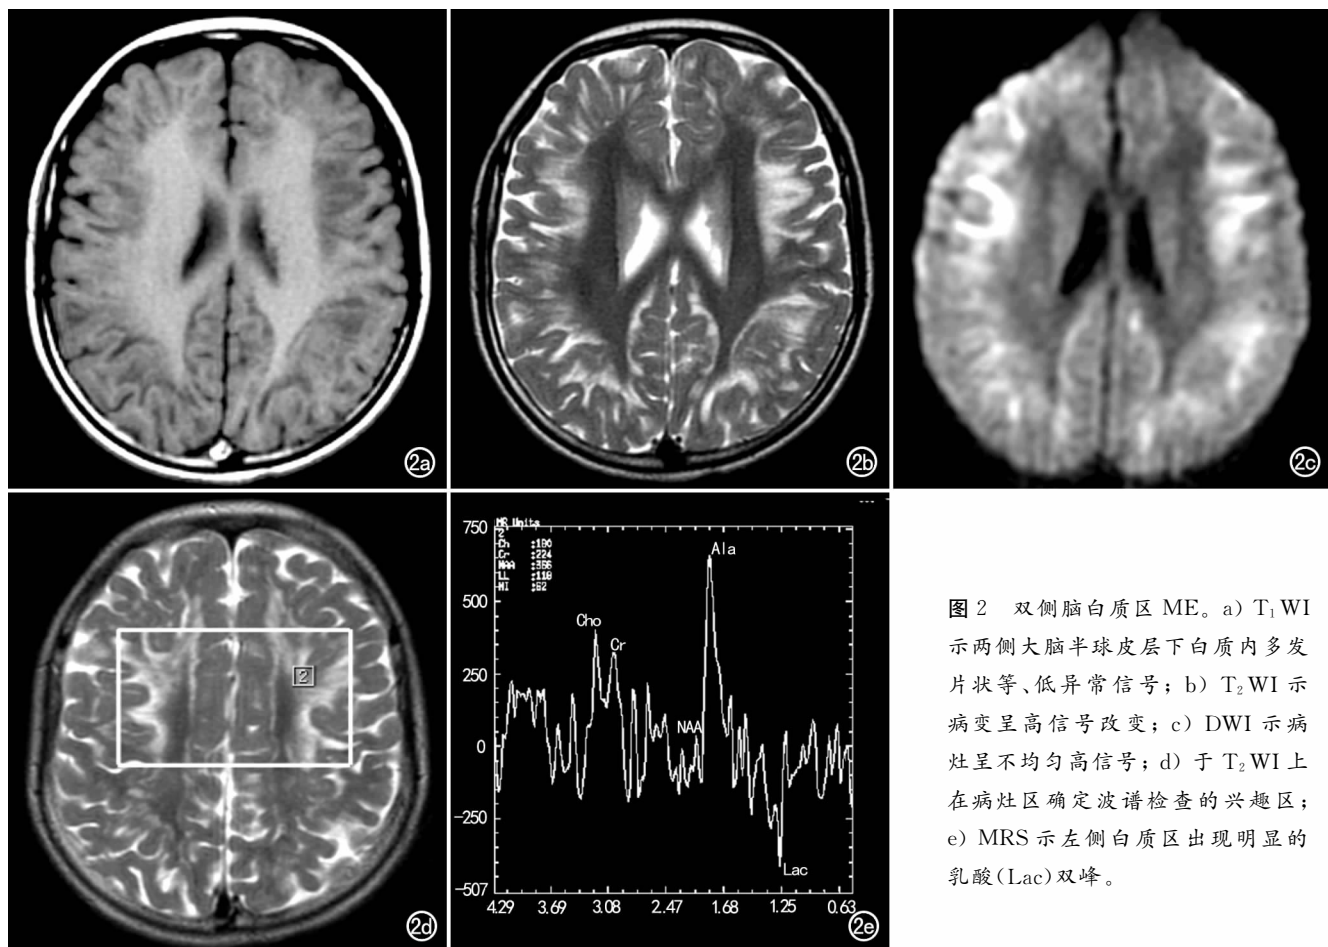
双侧脑白质区ME。a) T_1 WI 示两侧大脑半球皮层下白质内多发片状等、低异常信号; b) T_2 WI 示病变呈高信号改变; c) DWI 示病灶呈不均匀高信号; d) 于 T_2 WI 上在病灶区确定波谱检查的兴趣区; e) MRS 示左侧白质区出现明显的乳酸(Lac)双峰。
